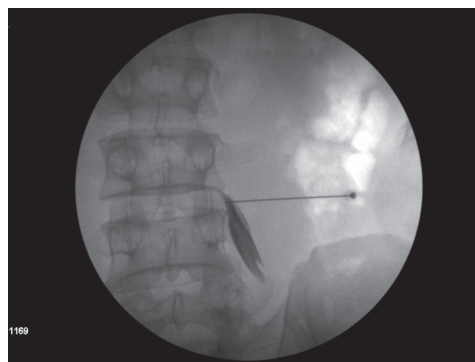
Radiografia em AP; o contraste desenha o músculo psoas maior esquerdo
